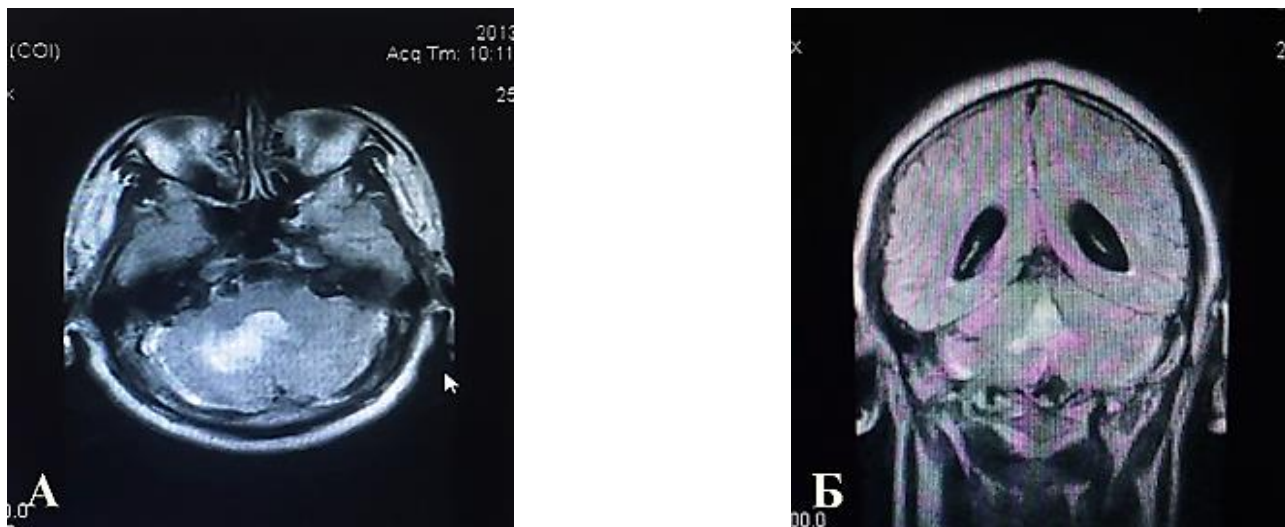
МРТ головного мозга, режим FLAIR аксиальной (А) и коронарной плоскостях (Б): гематома правого полушария мозжечка, гематомпаода IV желудочка с венрикуломегалией.
